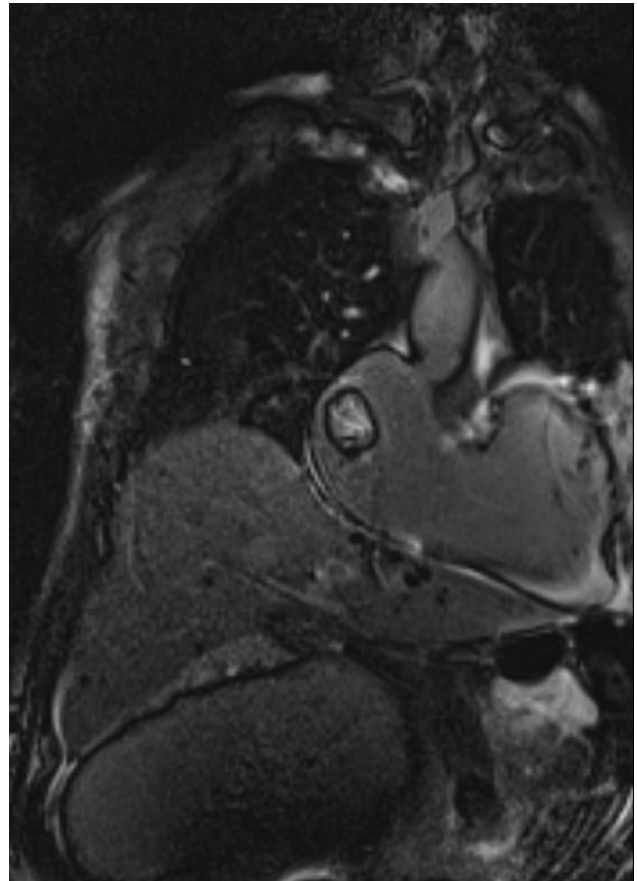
RMN cardíaca. Corte axial. Masa auricular derecha.
